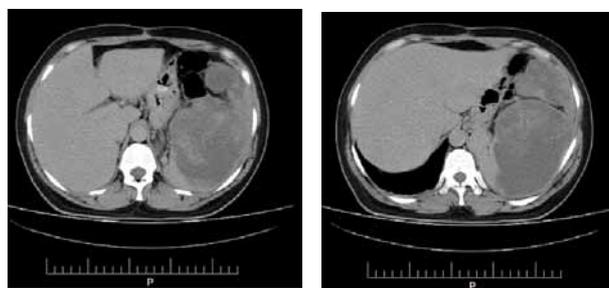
TAC abdomen 4º mes de postoperatorio.
